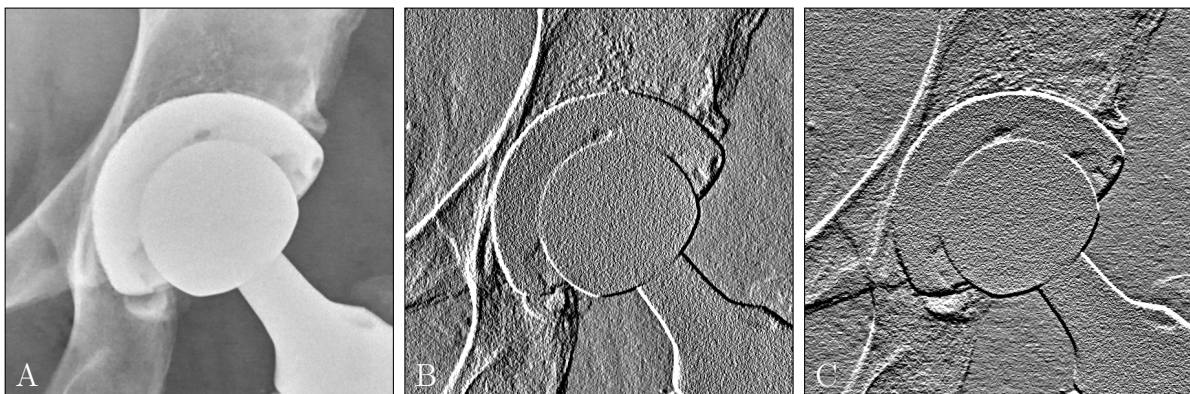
Gradientenbilder mittels Scharr-Operator: A) ursprüngliches Röntgenbild, B) Gradientenbild in horizontaler und C) in vertikaler Richtung – Röntgenbild ursprünglich veröffentlicht unter der CC0 1.0 Lizenz (<https://creativecommons.org/publicdomain/zero/1.0/deed.de>) in Quelle [53]; der Bildausschnitt wurde verkleinert
